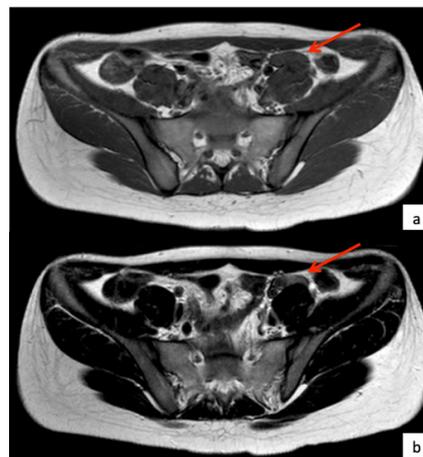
Imagens de RM ponderadas em T1 (a) e em T2 (b) no plano axial, que mostram anteriormente ao músculo psoas esquerdo e externamente à artéria ilíaca externa esquerda, uma estrutura regular, homogénea, com hipointensidade de sinal (setas vermelhas). Os ovários não foram identificados.
